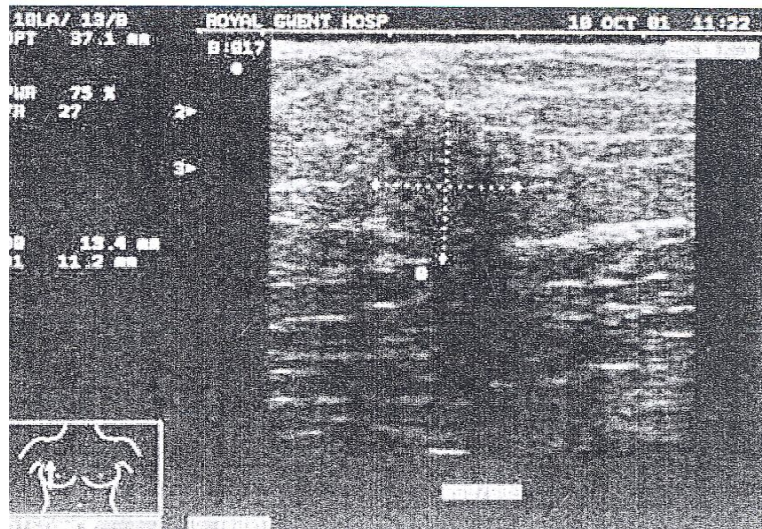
Image échographique montrant une lésion hypoéchogène à limites irrégulières avec cône d'ombre postérieur [29].
